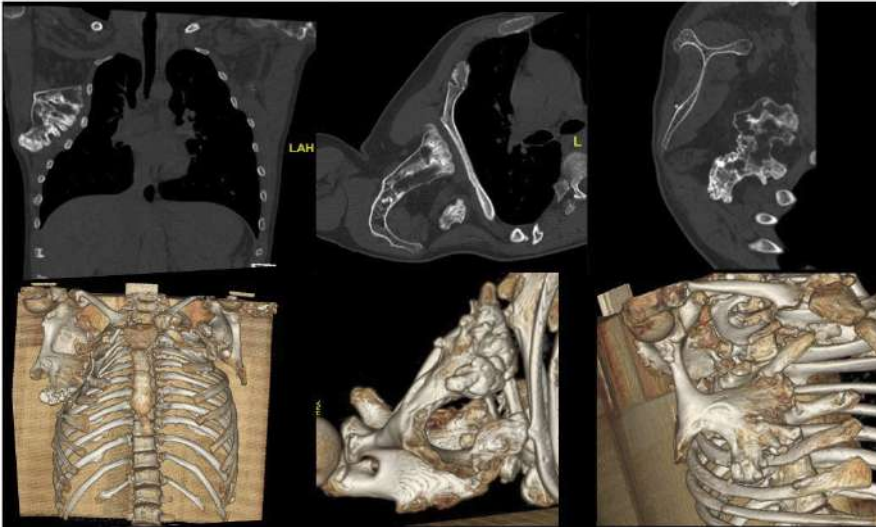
Cortes representativos en tomografía computada y reconstrucción 3D de lesión escapular derecha.
